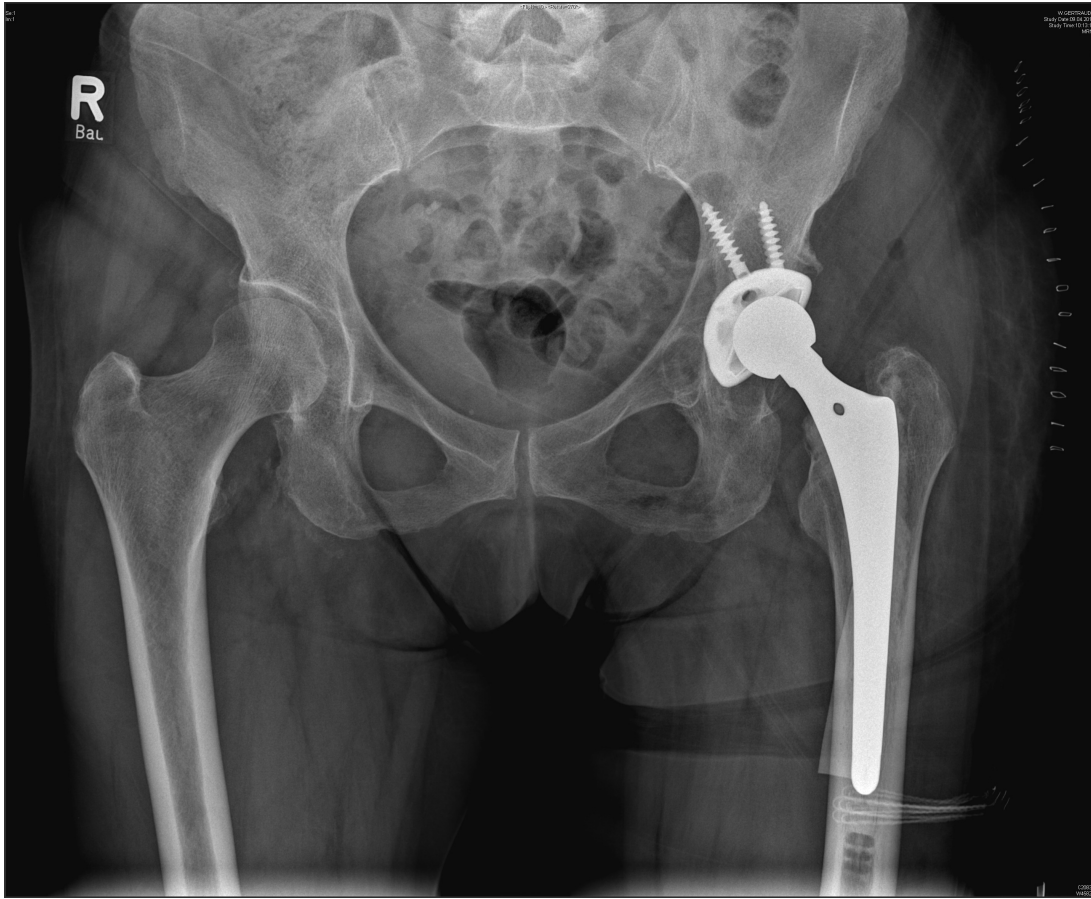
Postoperatives Röntgenbild nach isoliertem Inlaywechsel bei Osteolysen Typ IV. Die einliegende Pfanne wurde belassen.
